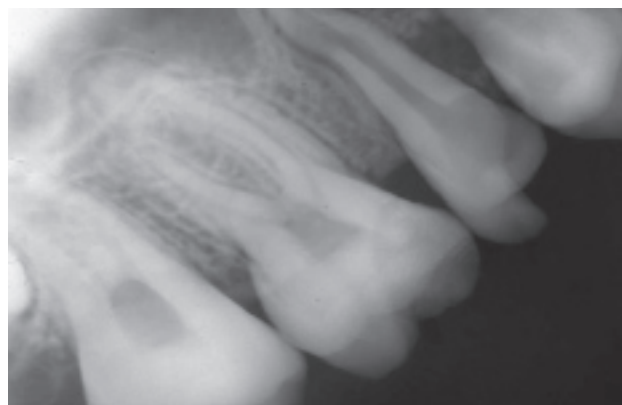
Прицельная рентгенограмма верхних моляров.
